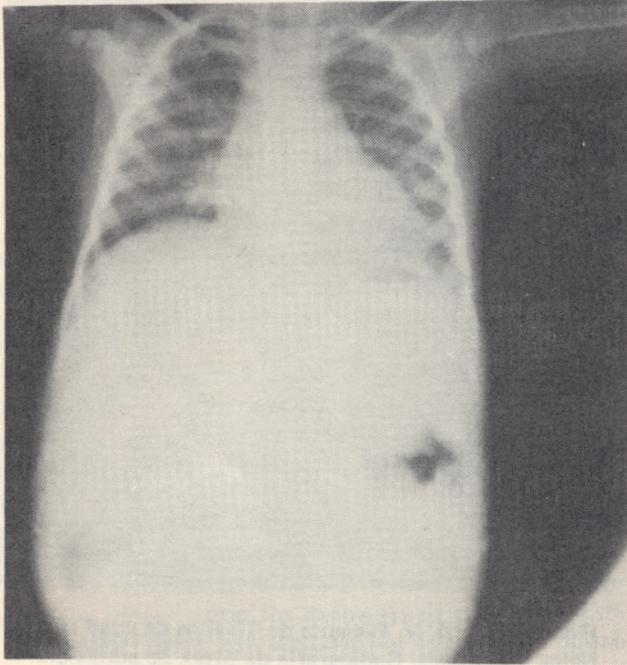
El mismo D.V., Radiografía 6 meses después de tratamiento con Isoniacida, Etambutol y Estreptomicina.
